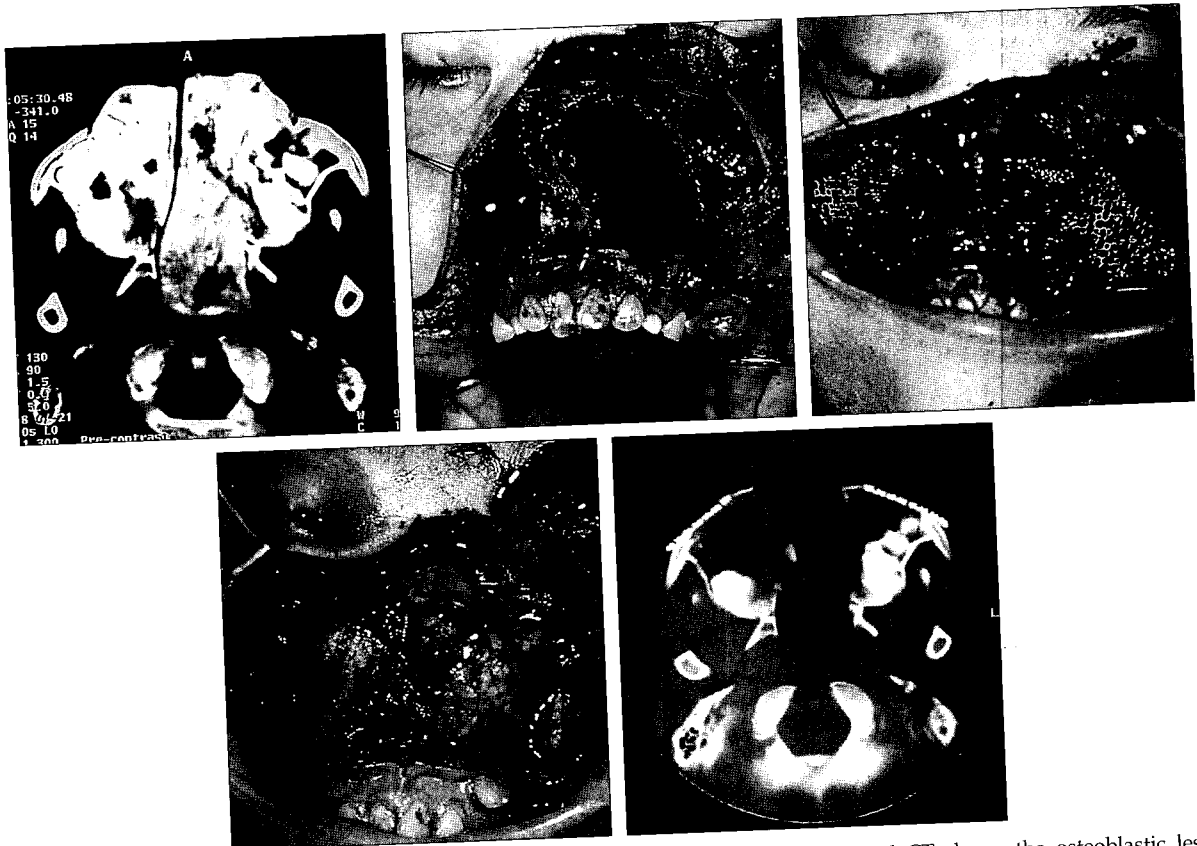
Case 1. Treatment of patient with maxilla defect. (Above, left) Preoperative axial CT shows the osteoblastic lesions in both maxillary sinuses and nasal cavity. (Above, center) Intraoperative view demonstrating the extended of the tumor. (Above, right) Intraoperative view shows tumor is completely removed. (Below, left) Maxillary sinus was reconstructed by Dynamic mesh. (Below, right) Postoperative axial CT scan shows well-defined contour of the maxilla.
